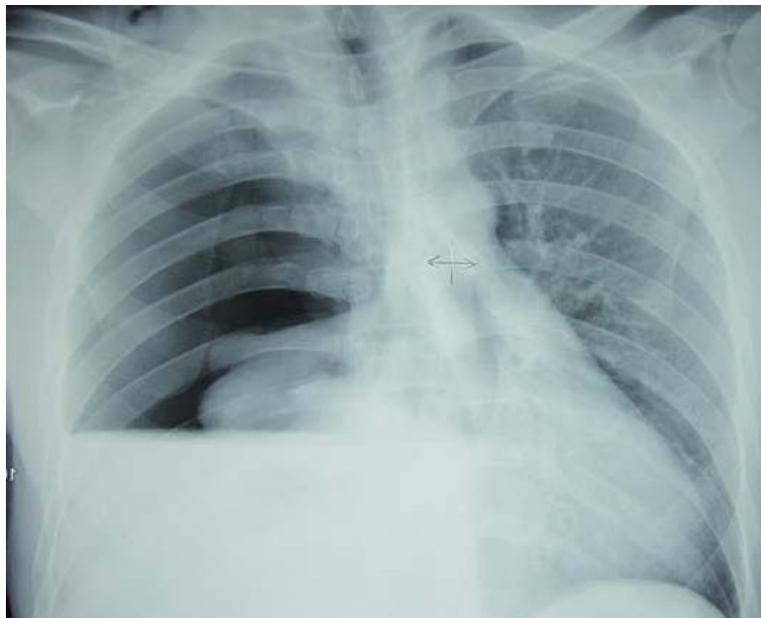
Radiographie thoracique de face objectivant un hémopneumothorax droit.
